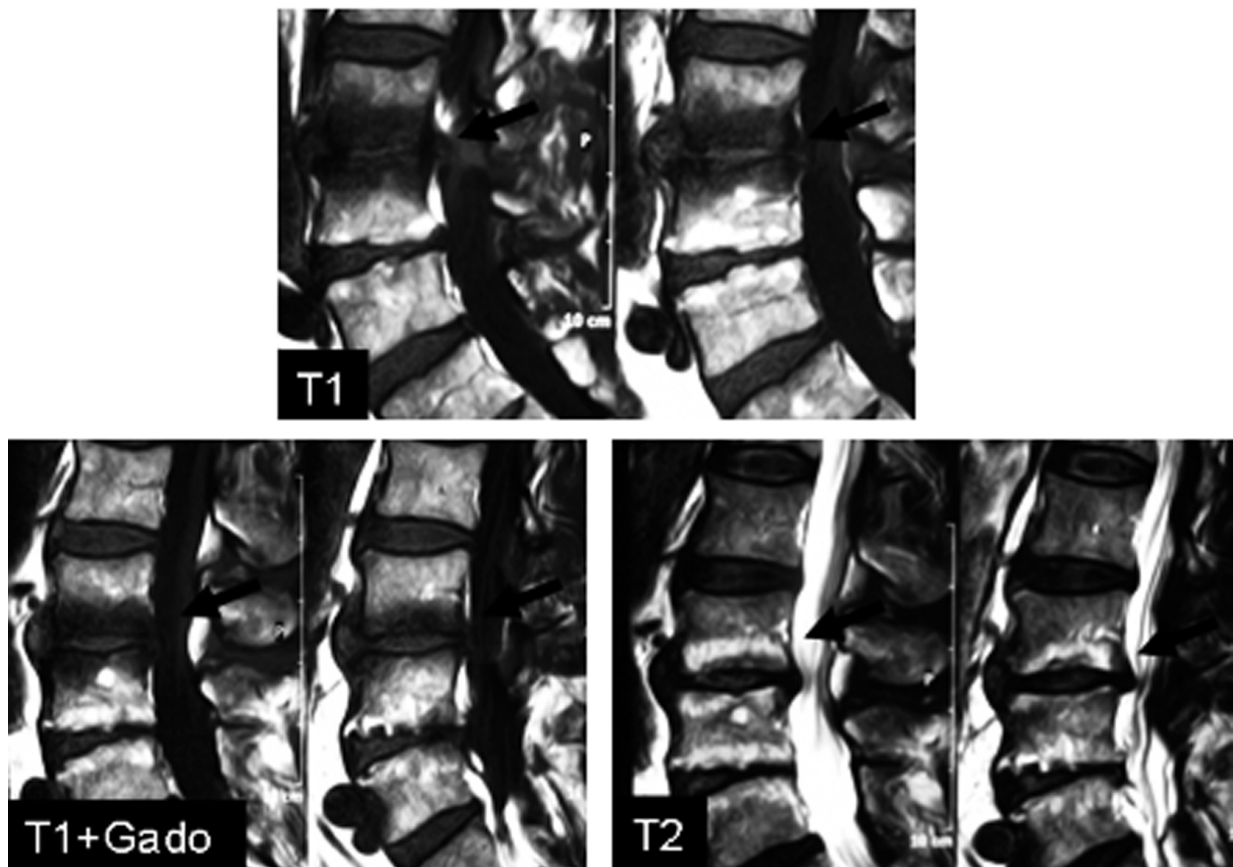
Anomalies de signal des plateaux vertébraux en IRM en coupe sagittale. Classification de Modic et coll. [24] : signal de type œdémateux (hyposignal T1 et hypersignal T2 ; réhaussement après injection de gadolinium) ou discopathie de type I (flèche).
